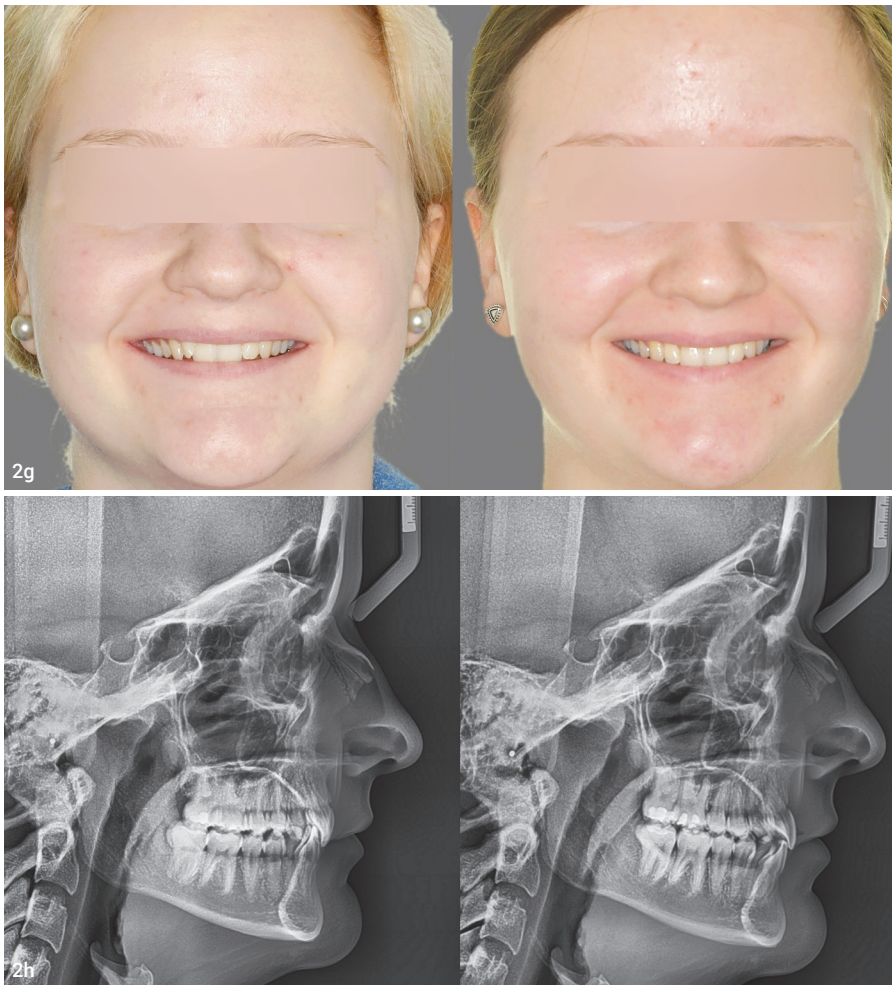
Durch die Torquekontrolle, insbesondere auch im Bereich der Eckzähne, ist das Lächeln der Patientin wesentlich attraktiver geworden. Abb. 2h: Fernröntgenseitenaufnahmen vor und nach der Behandlung mit En-masse-Distalisation im Oberkiefer.
